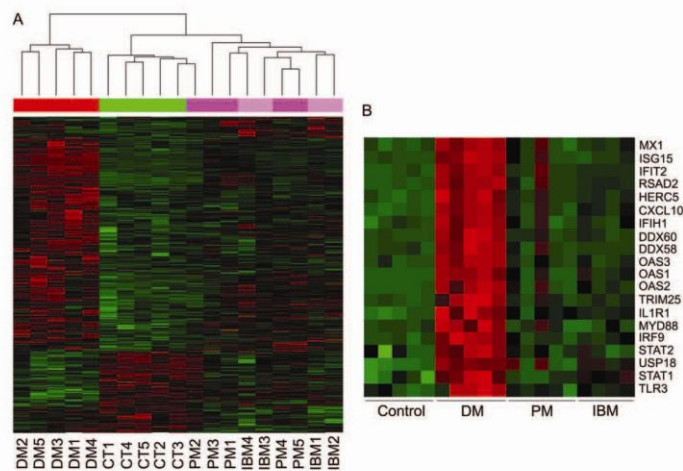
Microarray analysis. (A) Heat map of the hierarchical clustering of genes differentially expressed in MHC-I-positive myofibres of DM, PM, IBM patients and MHC-I-negative myofibres from controls (adjusted  $p < 0.05$ ; log fold change  $> 0$ ). (B) Differentially expressed genes participating in innate immune response, response to virus and IFN-I production of the microarray analysis (adjusted  $p < 0.01$ , log fold change  $> 0$ ). High expression levels are represented in red and low levels in green. DM, dermatomyositis; CT, control; PM, polymyositis; IBM, inclusion body myositis.
